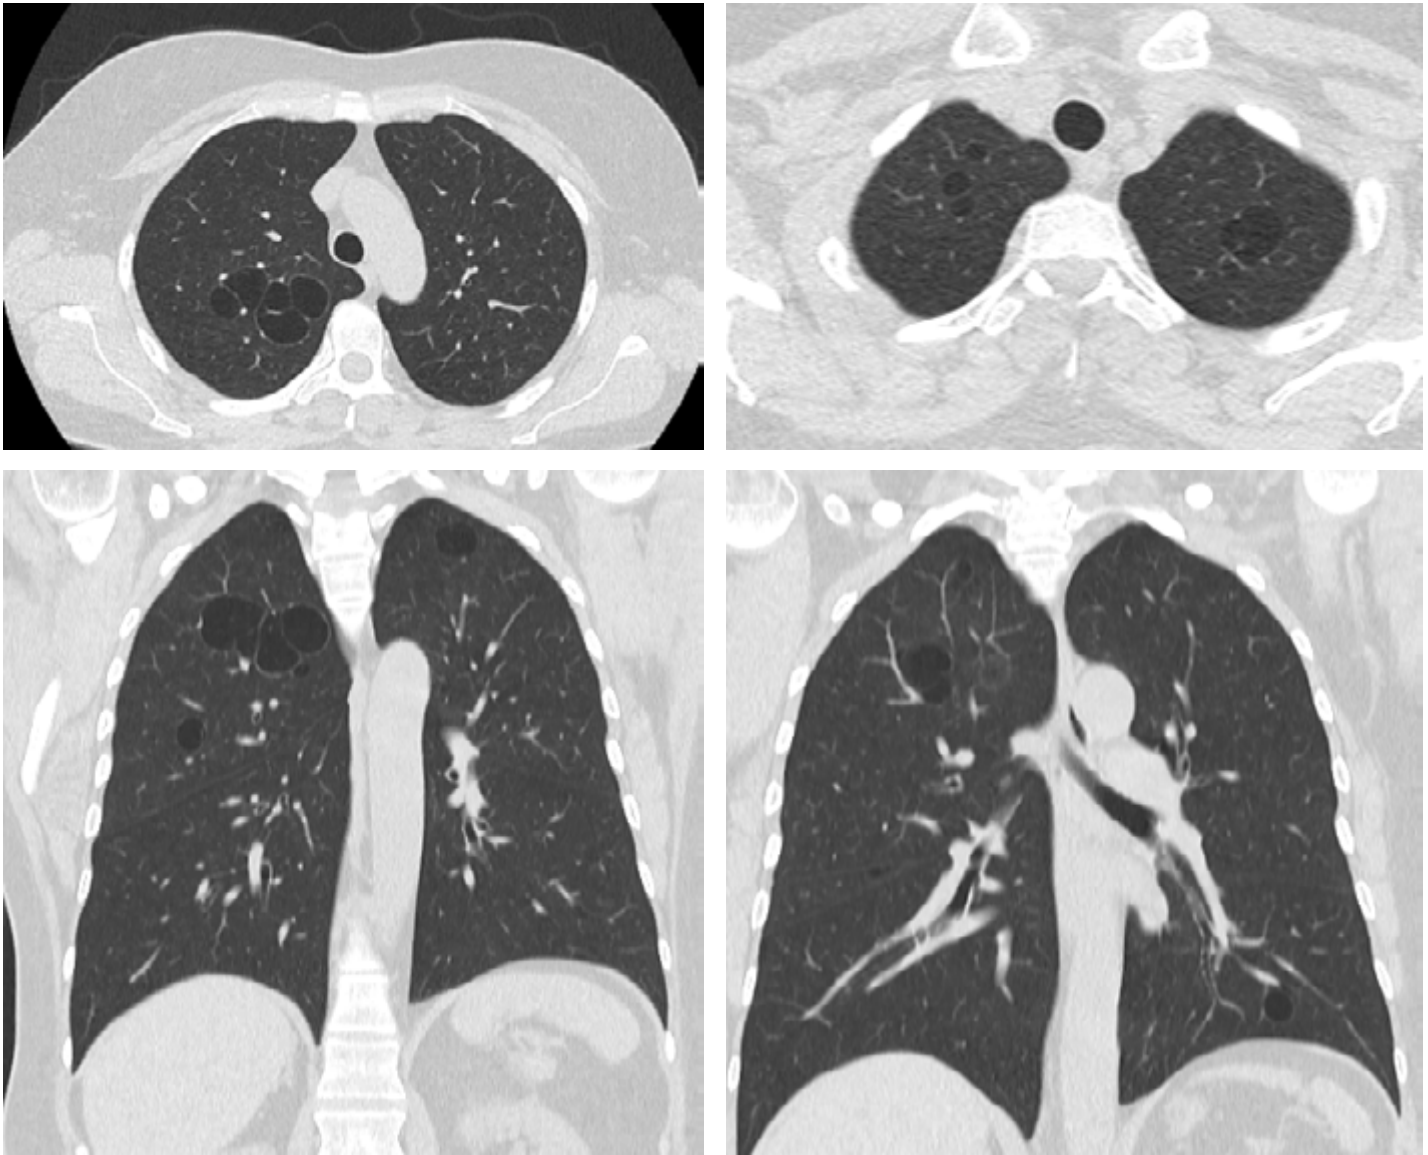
Tomografía axial computarizada, que muestra varios quistes pulmonares en lóbulos superiores y en la base izquierda
